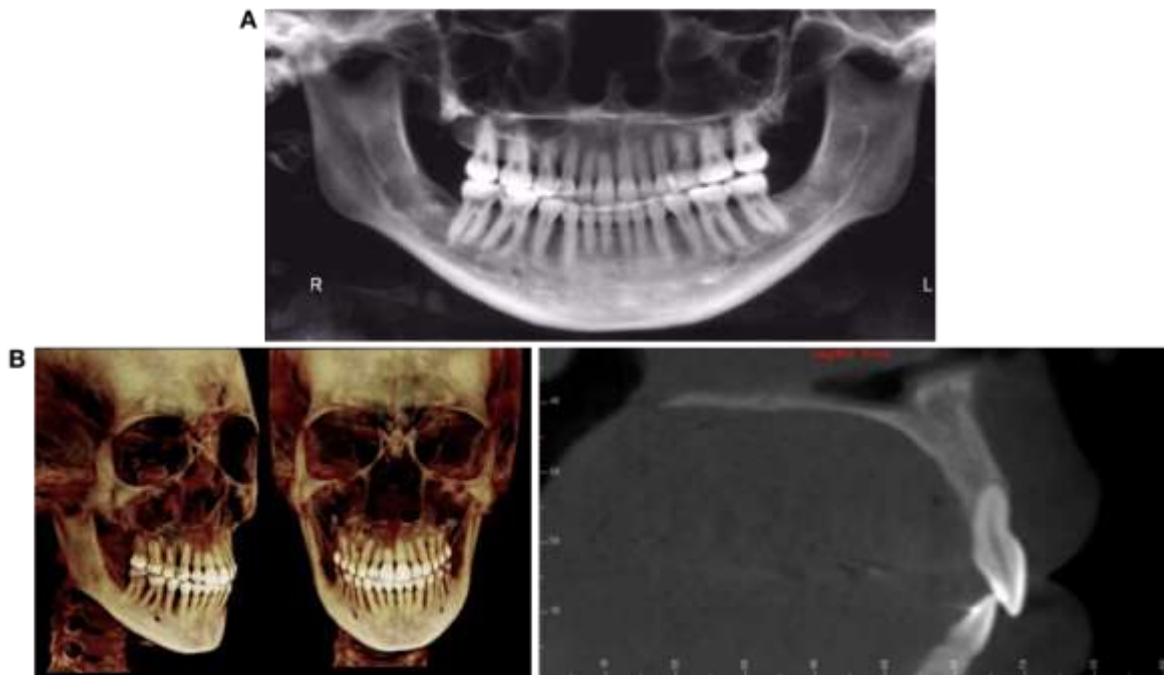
A, Posttreatment panoramic radiograph. B, Posttreatment CBCT 3D reconstruction and sagittal slice indicating position of maxillary right central incisor
